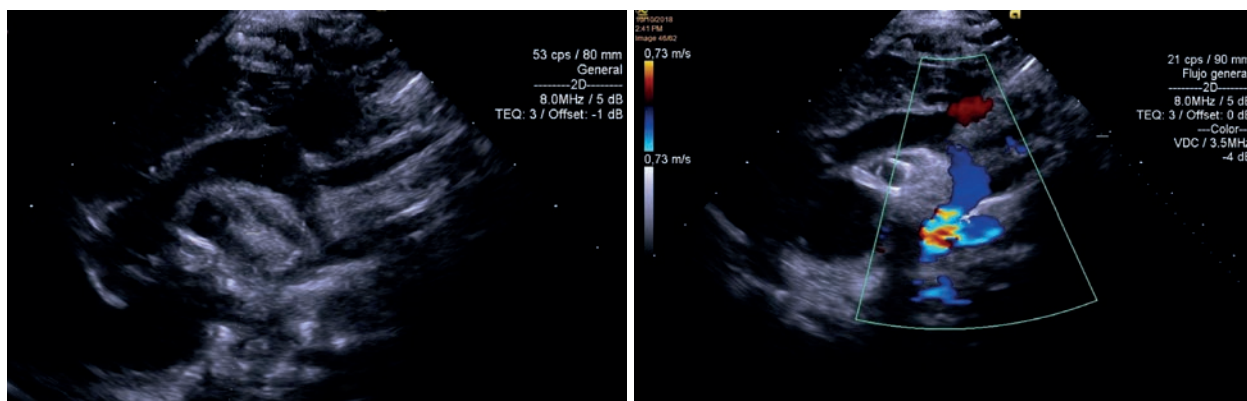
Coartación de aorta (izquierda modo 2D, derecha doppler color).
